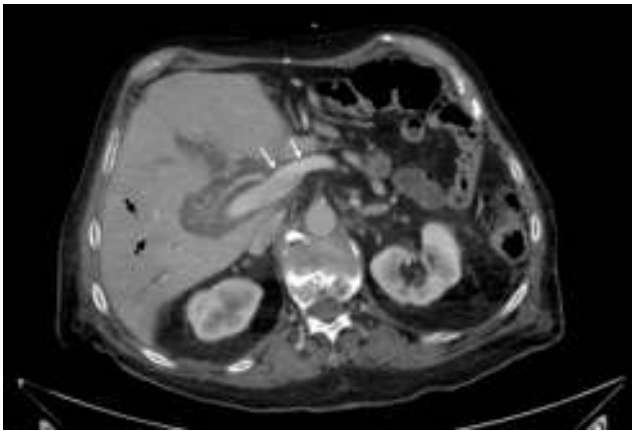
TC abdominal con contraste intravenoso en fase portal que demuestra una trombosis no oclusiva de la vena porta principal con realce periférico de la pared del vaso (flechas blancas), así como varias lesiones hipodensas en parénquima hepático (flechas negras), hallazgos en conjunto sugerentes de pyleflebitis con microabscesos hepáticos asociados.
